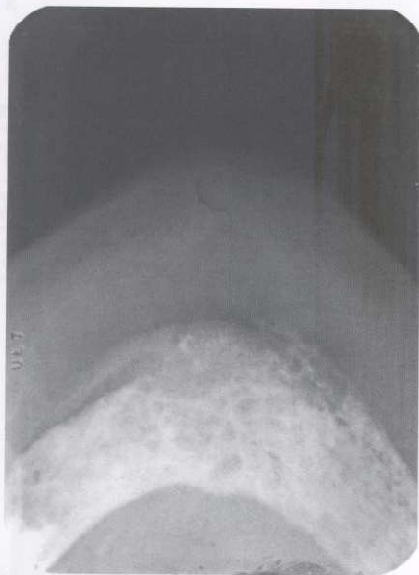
Metástasis ósea por cáncer de pulmón. Radiografía panorámica de maxilar inferior con zona osteolítica de bordes irregulares. La mucosa bucal se presenta de color normal. El paciente de 70 años refiere sensación de anestesia en el labio inferior.
